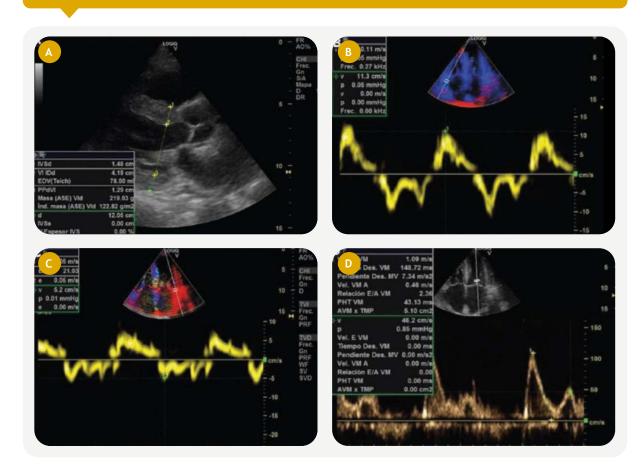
Ecocardiograma Doppler color. A: paraesternal 4 cámaras, hipertrofia concéntrica. B: deterioro de la función sistólica de ventrículo derecho evaluada por Doppler tisular. C: relación Doppler de flujo transmitral y Doppler tisular mitral lateral alterado. D: disfunción diastólica grado III.
